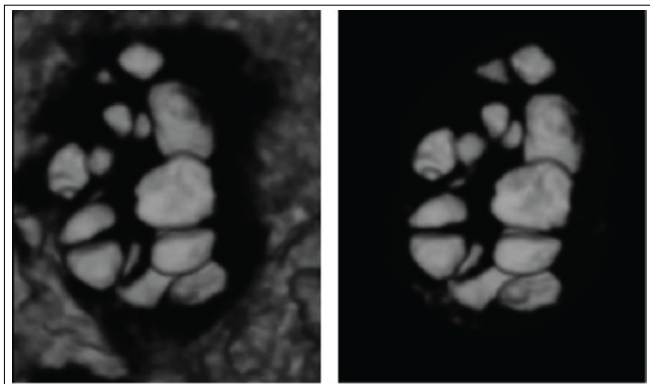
Ultra-sonografia tridimensional do ovário: modo invertido aplicado sob o modo VOCAL, com demonstração dos folículos antrais.
